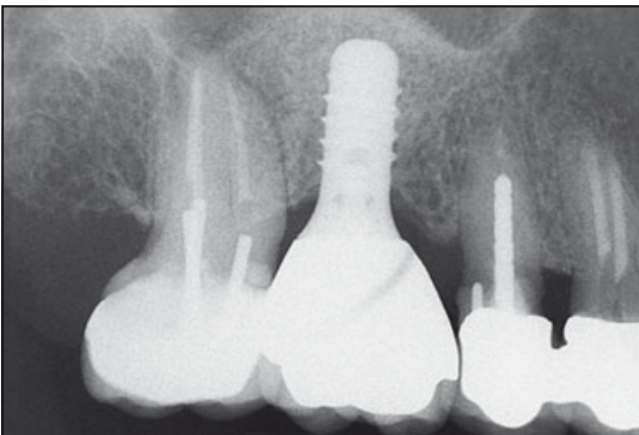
Periapikale Röntgenaufnahme bei der Kontrolle nach einem Jahr.
